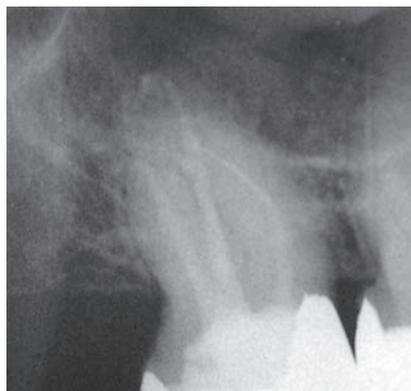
Vollständige Resorption des überpressen Sealers unter röntgenologisch vollständig knochendichter Ausheilung in 2002
